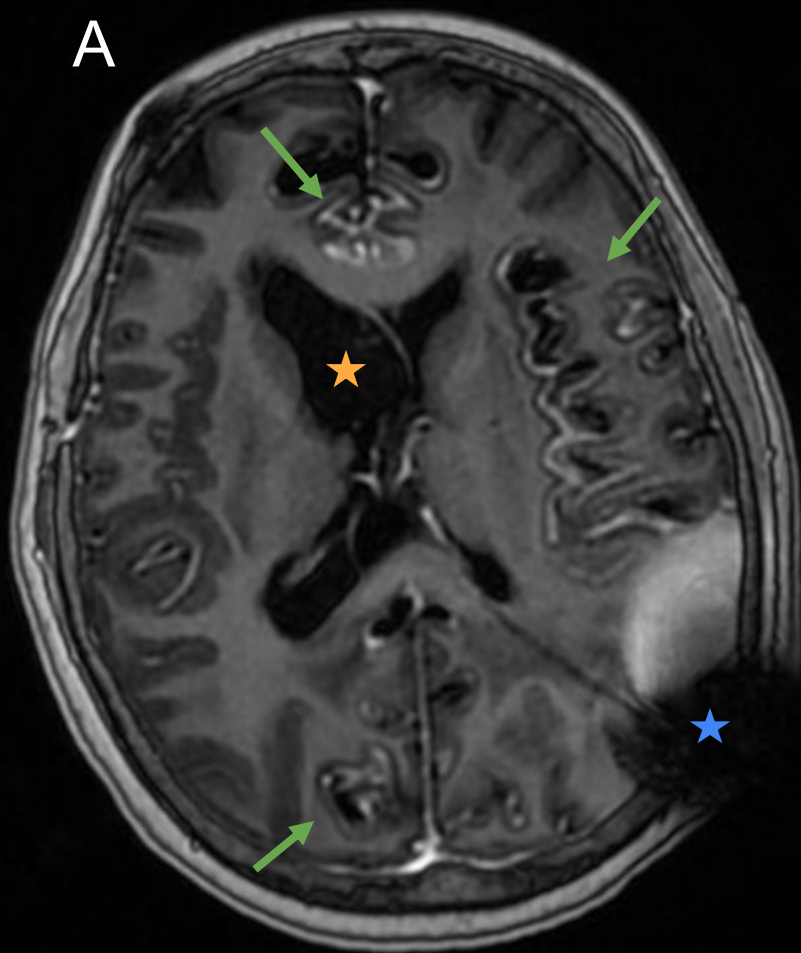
RM de cráneo secuencia 3DT1MPRAGE con contraste intravenoso. Paciente con carcinomatosis meníngea secundaria a glioblastoma. A) y B) Dilatación del ventrículo lateral derecho (estrella naranja), artefacto producido por sonda de ventriculostomía (estrella azul) y realce leptomeníngeo con acúmulo de LCR en algunos puntos que corresponde con carcinomatosis (flechas verdes). El glioblastoma primario se centra en el mesencéfalo (estrella verde) con permeabilidad del acueducto de Silvio (Flecha naranja).
